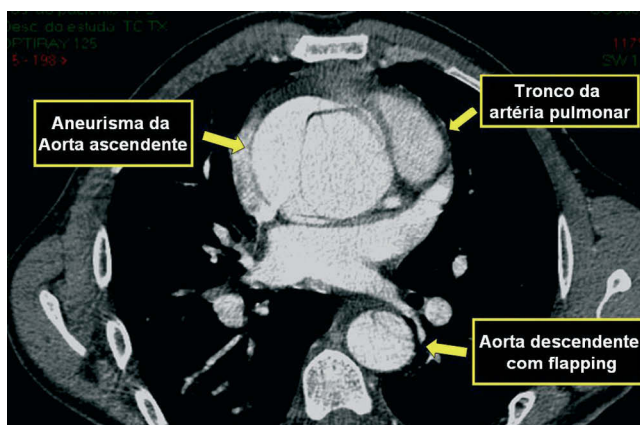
Angio-TC com corte transversal a nível da aorta ascendente. Visualização de *flap* de dissecção e dilatação aneurismática.
